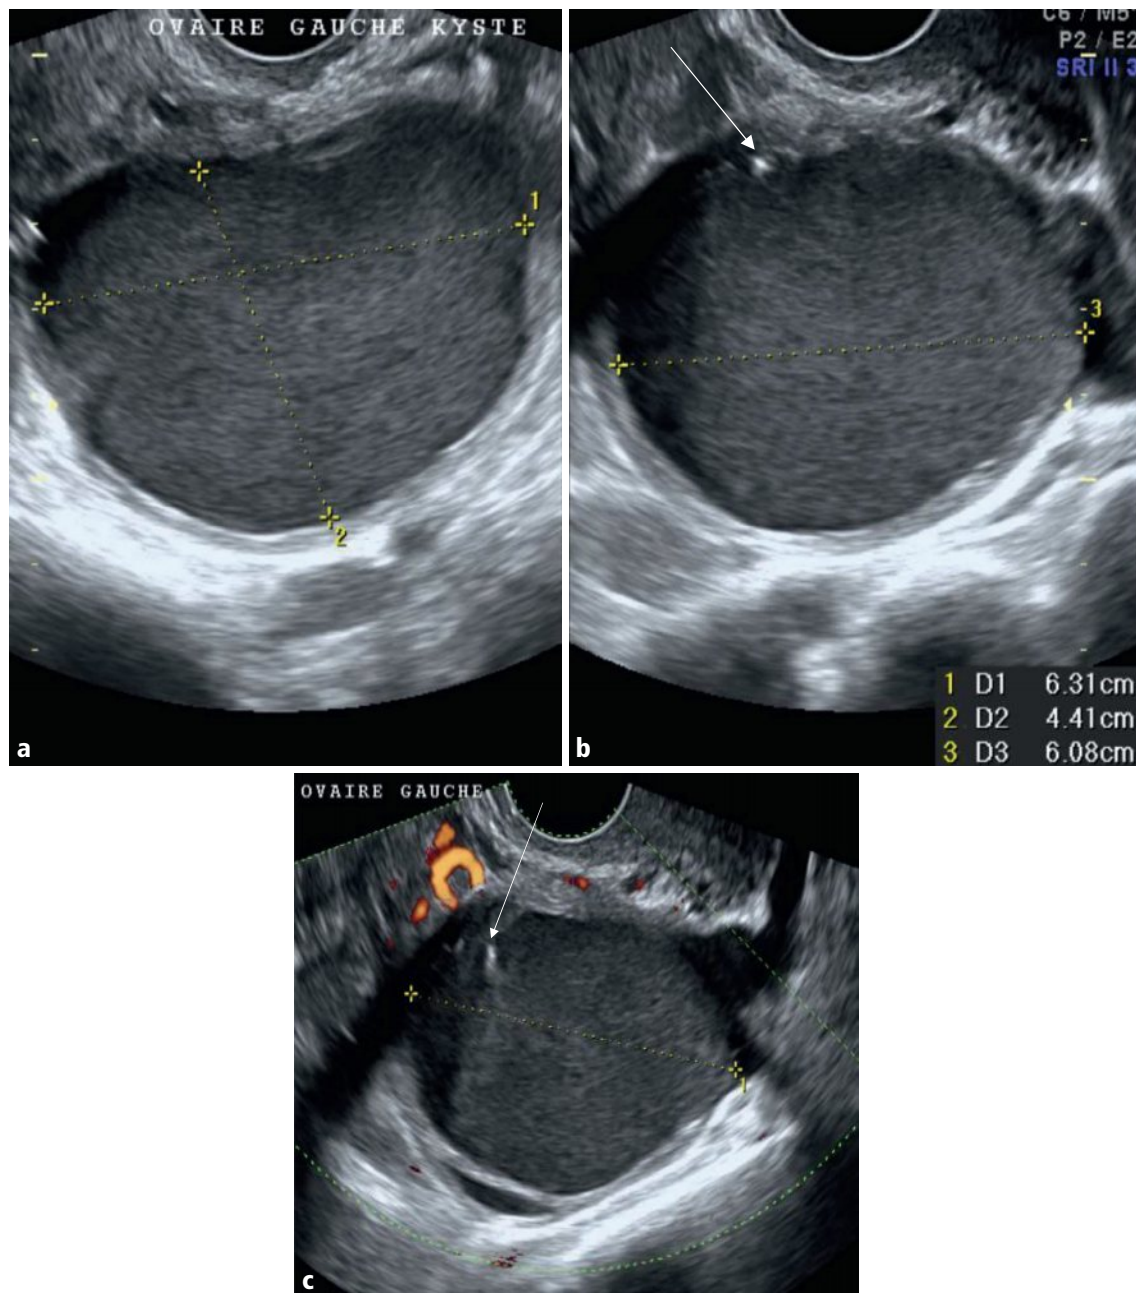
a-c Kyste ovarien gauche de 63 mm de grand axe (a), sans flux Doppler (c), à contenu finement écho-gène et homogène, avec renforcement postérieur, signant son caractère hémattique. La trame serrée du contenu, les spots hyperéchogènes punctiformes en bordure du kyste (flèches en b et c), les contours angulaires et l'absence de flux Doppler en péri-kystique permettent de conclure à un endométriose ou kyste ovarien endométriosique.
